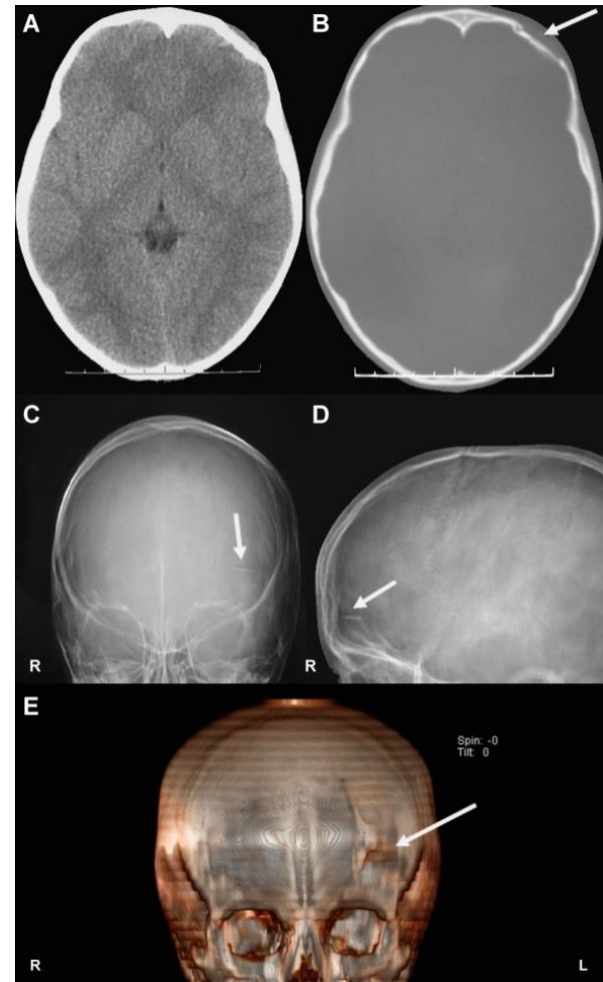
Computed tomography (CT) scan of a simple skull fracture outside the surgical margin and skull radiograph showing the spiked bone piece of the fracture that is almost parallel to the CT slices. Three-dimensional reconstruction image.
